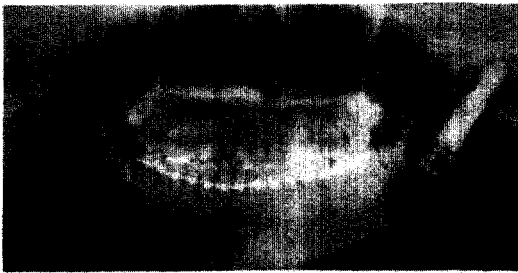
하악두 재건술 후의 방사선 사진.
